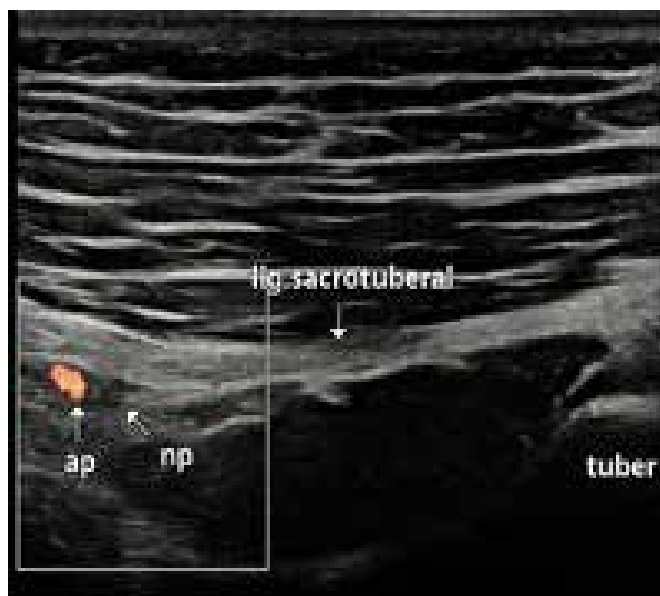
Transdutor linear. Imagem ultrassonográfica de caso clínico, ap – artéria pudenda (power Doppler), np – nervo pudendo.
